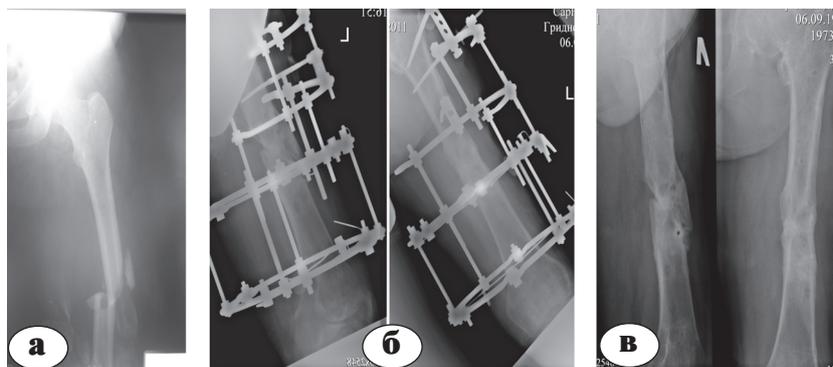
Рентгенограммы больного Г.: а – при поступлении; б – через 6 месяцев после операции – сращение перелома; в – после демонтажа АВФ
